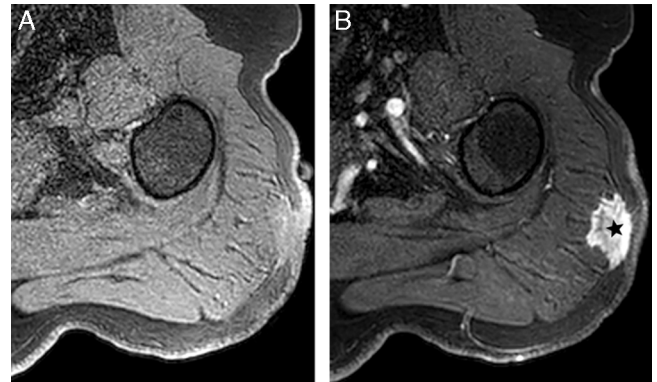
Varón de 65 años con una masa en el hombro izquierdo. La RM T1-TEG (a) sin contraste y (b) poscontraste en la fase arterial demuestra una masa (asterisco) de 3 x 2 cm, de contorno irregular, en tejido celular subcutáneo que infiltra la fascia y el compartimento muscular. El diagnóstico anatómico patológico fue de linfoma.
